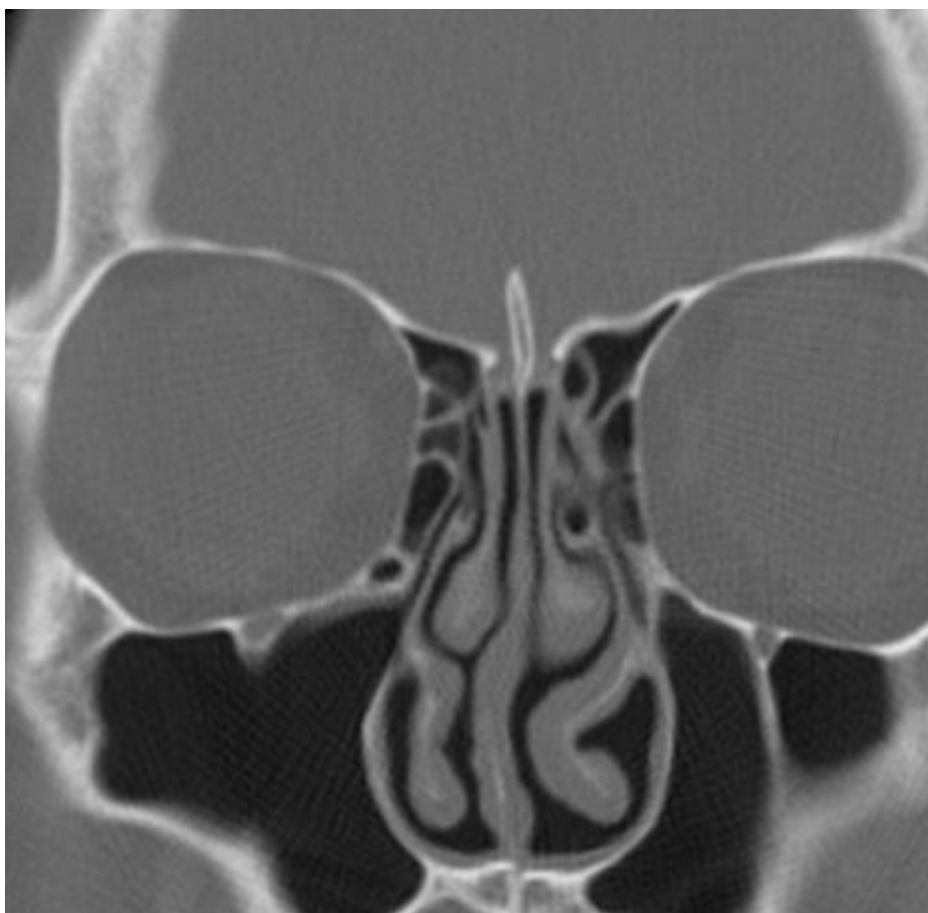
Пневматизація гачкуватого відростку зліва. СКТ. Коронарна реконструкція.
